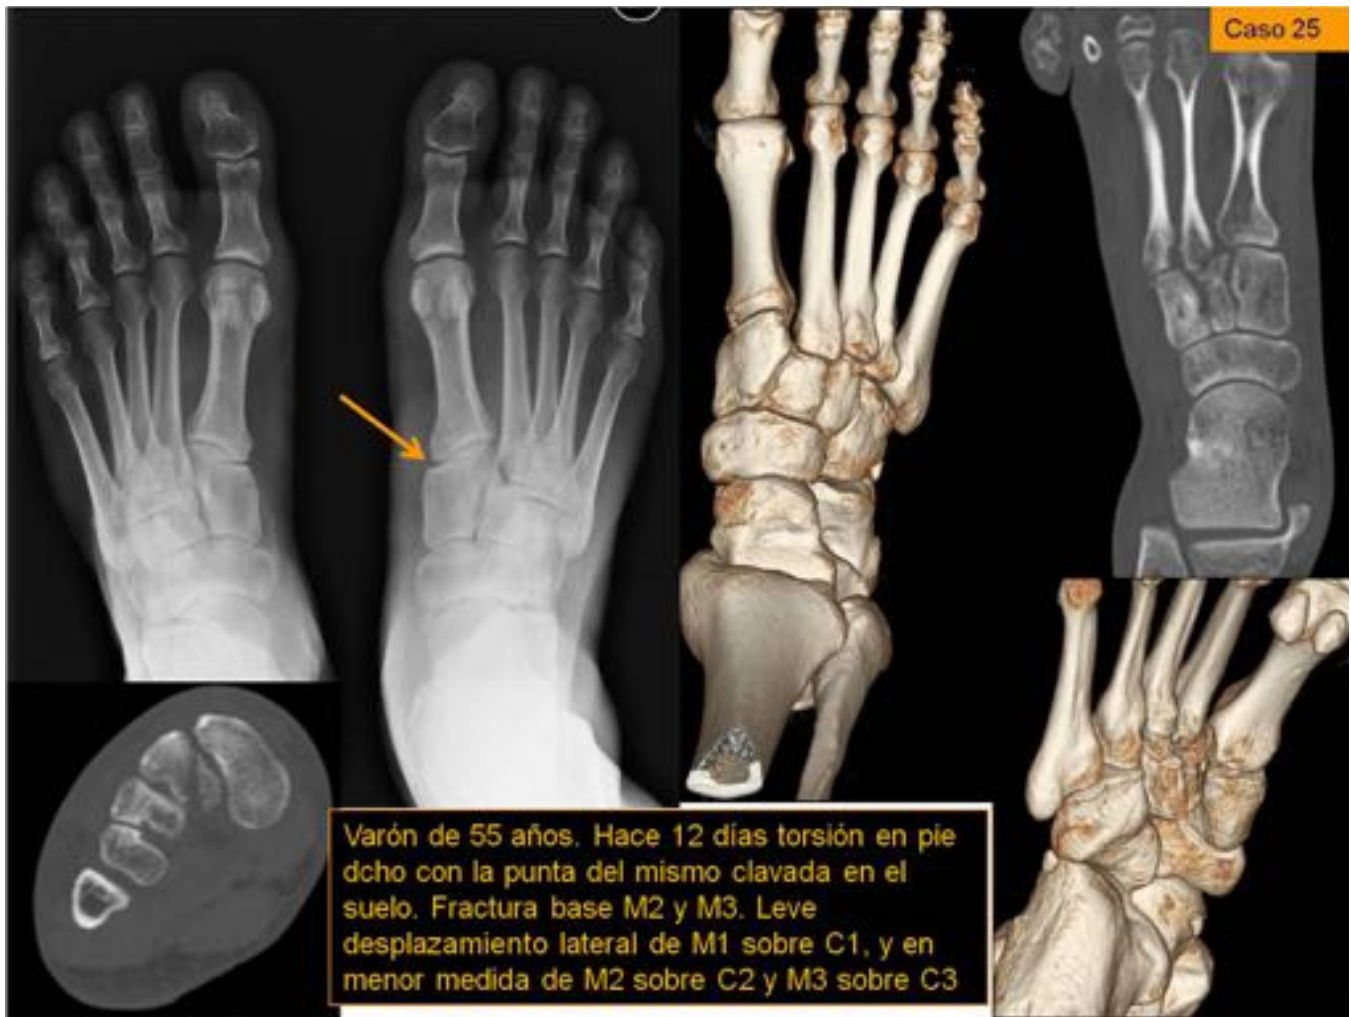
Mismo paciente figuras 28 y 29. Varón de 55 años. Hace 12 días torsión en pie dcho con la punta del mismo clavada en el suelo. En TC se visualiza fractura de la base de M2 y M3. Leve desplazamiento lateral de M1 sobre C1, y en menor medida de M2 sobre C2 y M3 sobre C3
